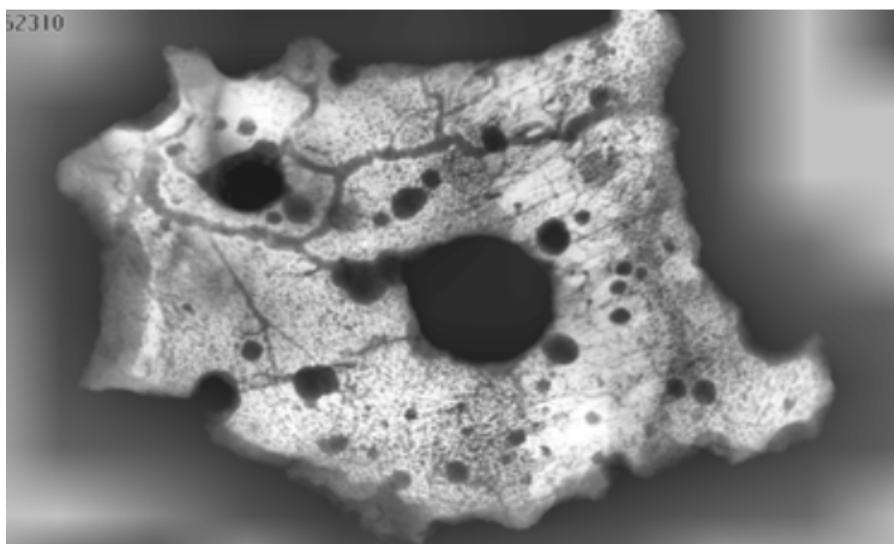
Изображение того же фрагмента, полученное методом микрофокусной рентгенографии
